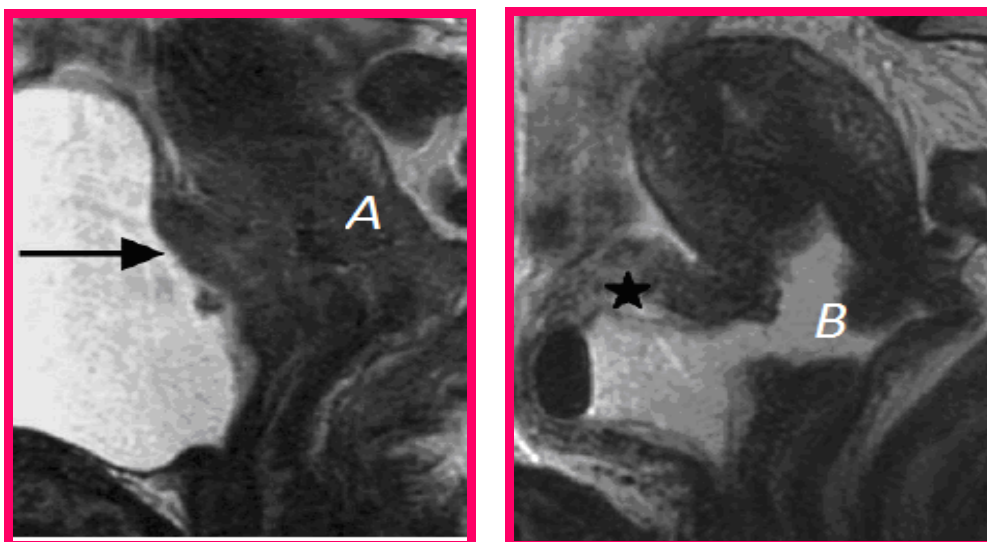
IRM coupe (A) Sagittal T2 pré-RX : Volumineuse lésion cervicale envahissant la paroi postérieure de vessie, (B) Sagittal T2 post-RX: après radiothérapie, large fistule vésicovaginale, avec épaissement « bulleux », de la paroi vésicale, sans récurrence tumorale sur les biopsies
